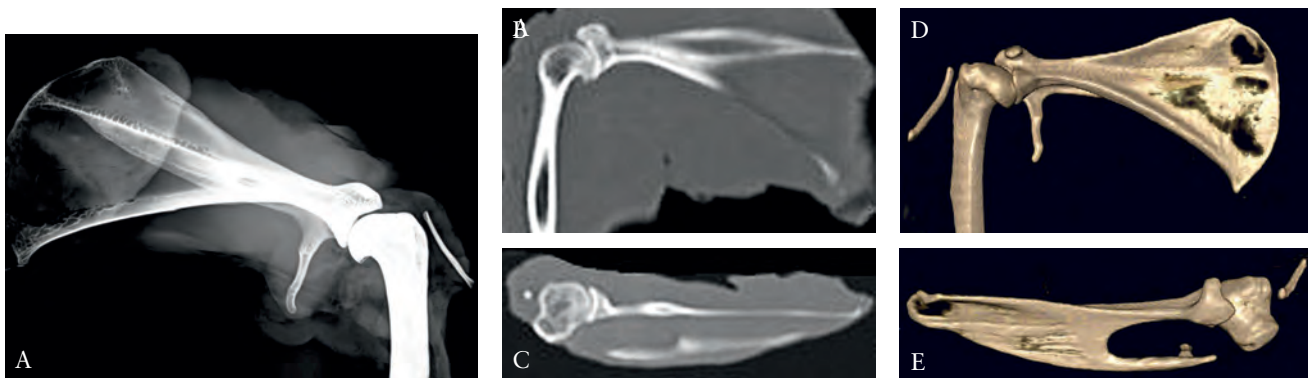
Articulación escapulo-humeral del conejo. a) radiografía A-P; b, c) TAC coronal y axial; d, e) reconstrucción tridimensional.
